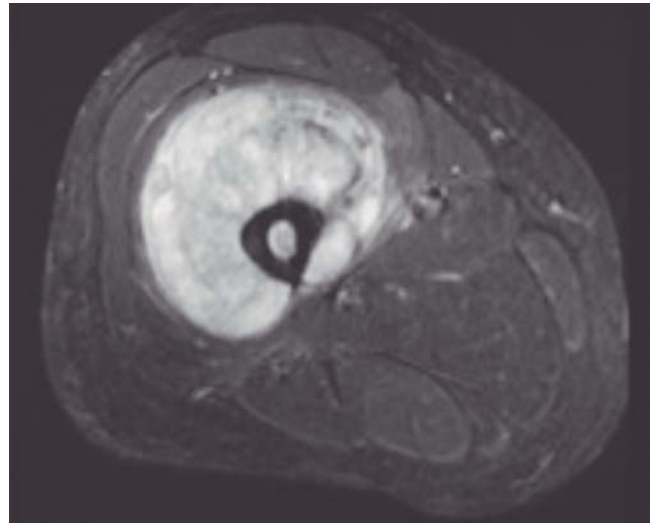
Resonancia magn3tica de muslo corte axial en tercio medio de diáfisis de f3mur, extensi3n a partes blandas, sin compromiso del paquete neurovascular.
